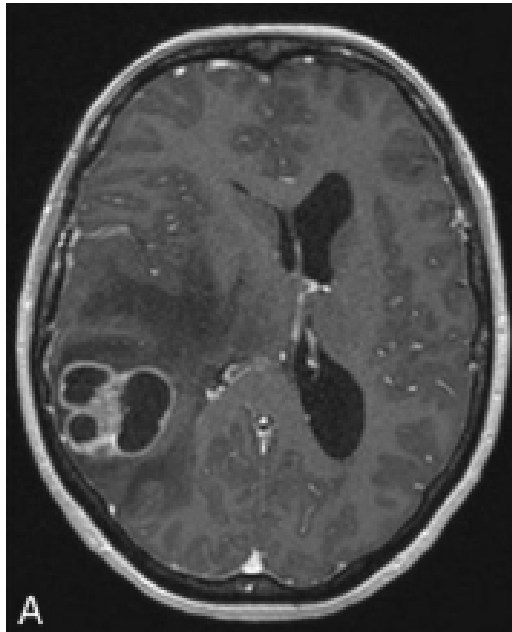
IRM injectée, avec une lésion hétérogène (hyperintensité : prise de contraste, hypointensité : nécrose) localisée au niveau du carrefour (pariéto-occipito-temporal) droit. On constate également un œdème (hypointensité) autour de la lésion ; celui-ci est dit « en doigts de gant ».(19)
